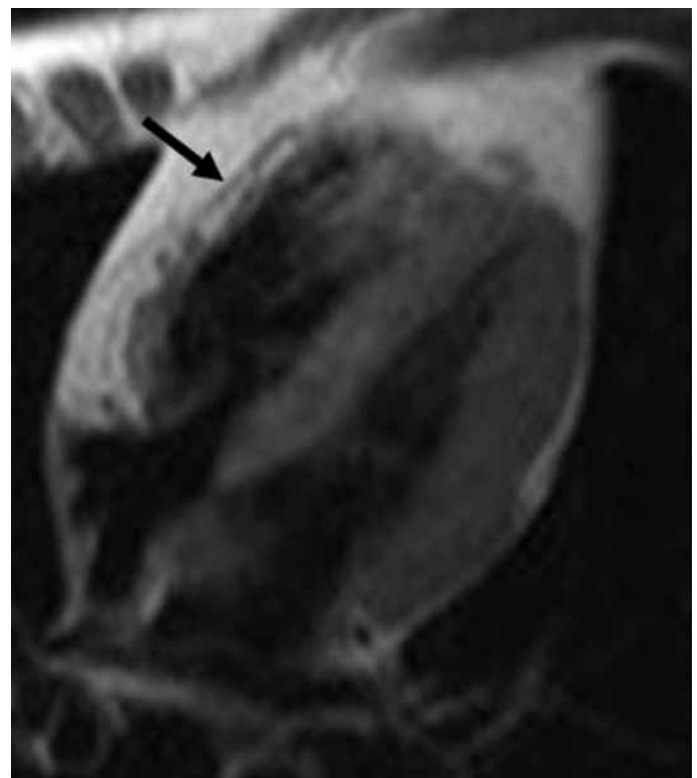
Magnetic resonance imaging: T₁ weighted image of a hyperintensity related to fat replacement in the lateral wall of right ventricle (arrow)
